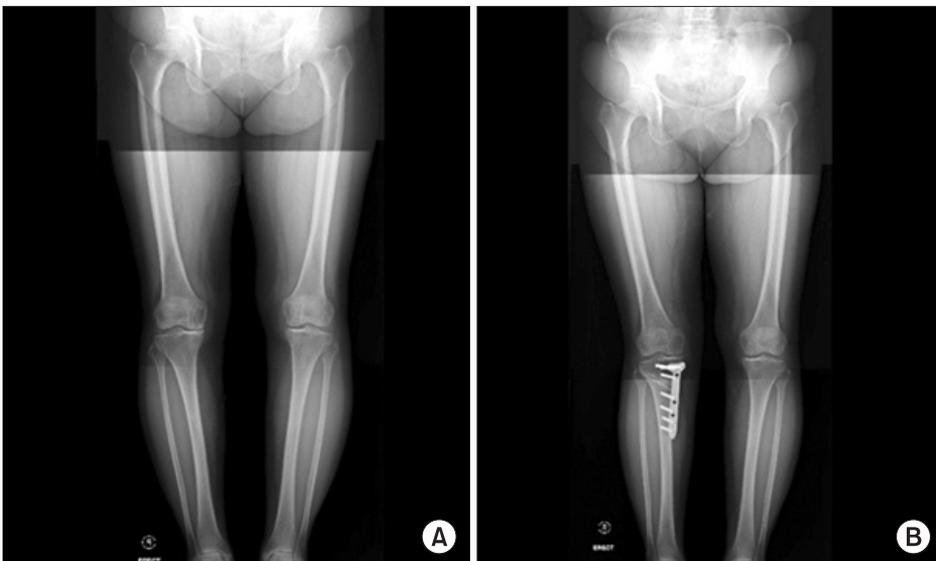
Preoperative (A) and postoperative (B) anteroposterior whole lower limb X-ray.
